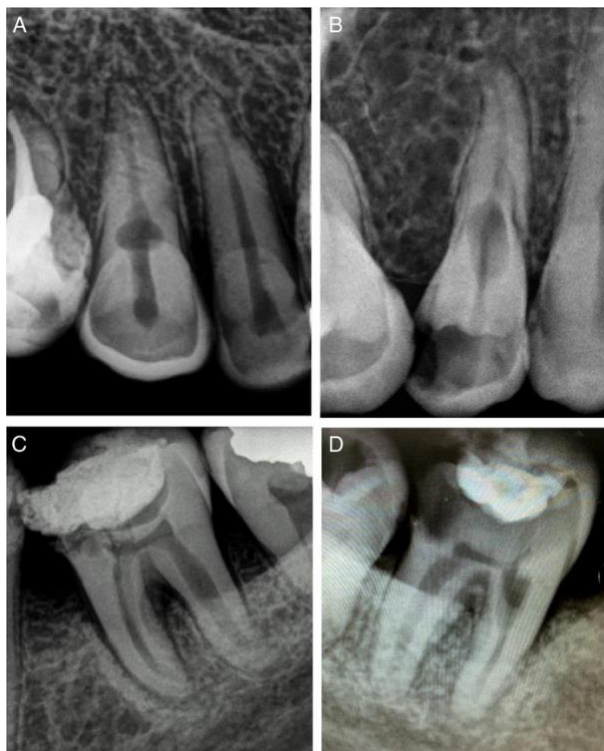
Radiografias periapicais iniciais (adaptado por Talebzadeh et al., 2015).
